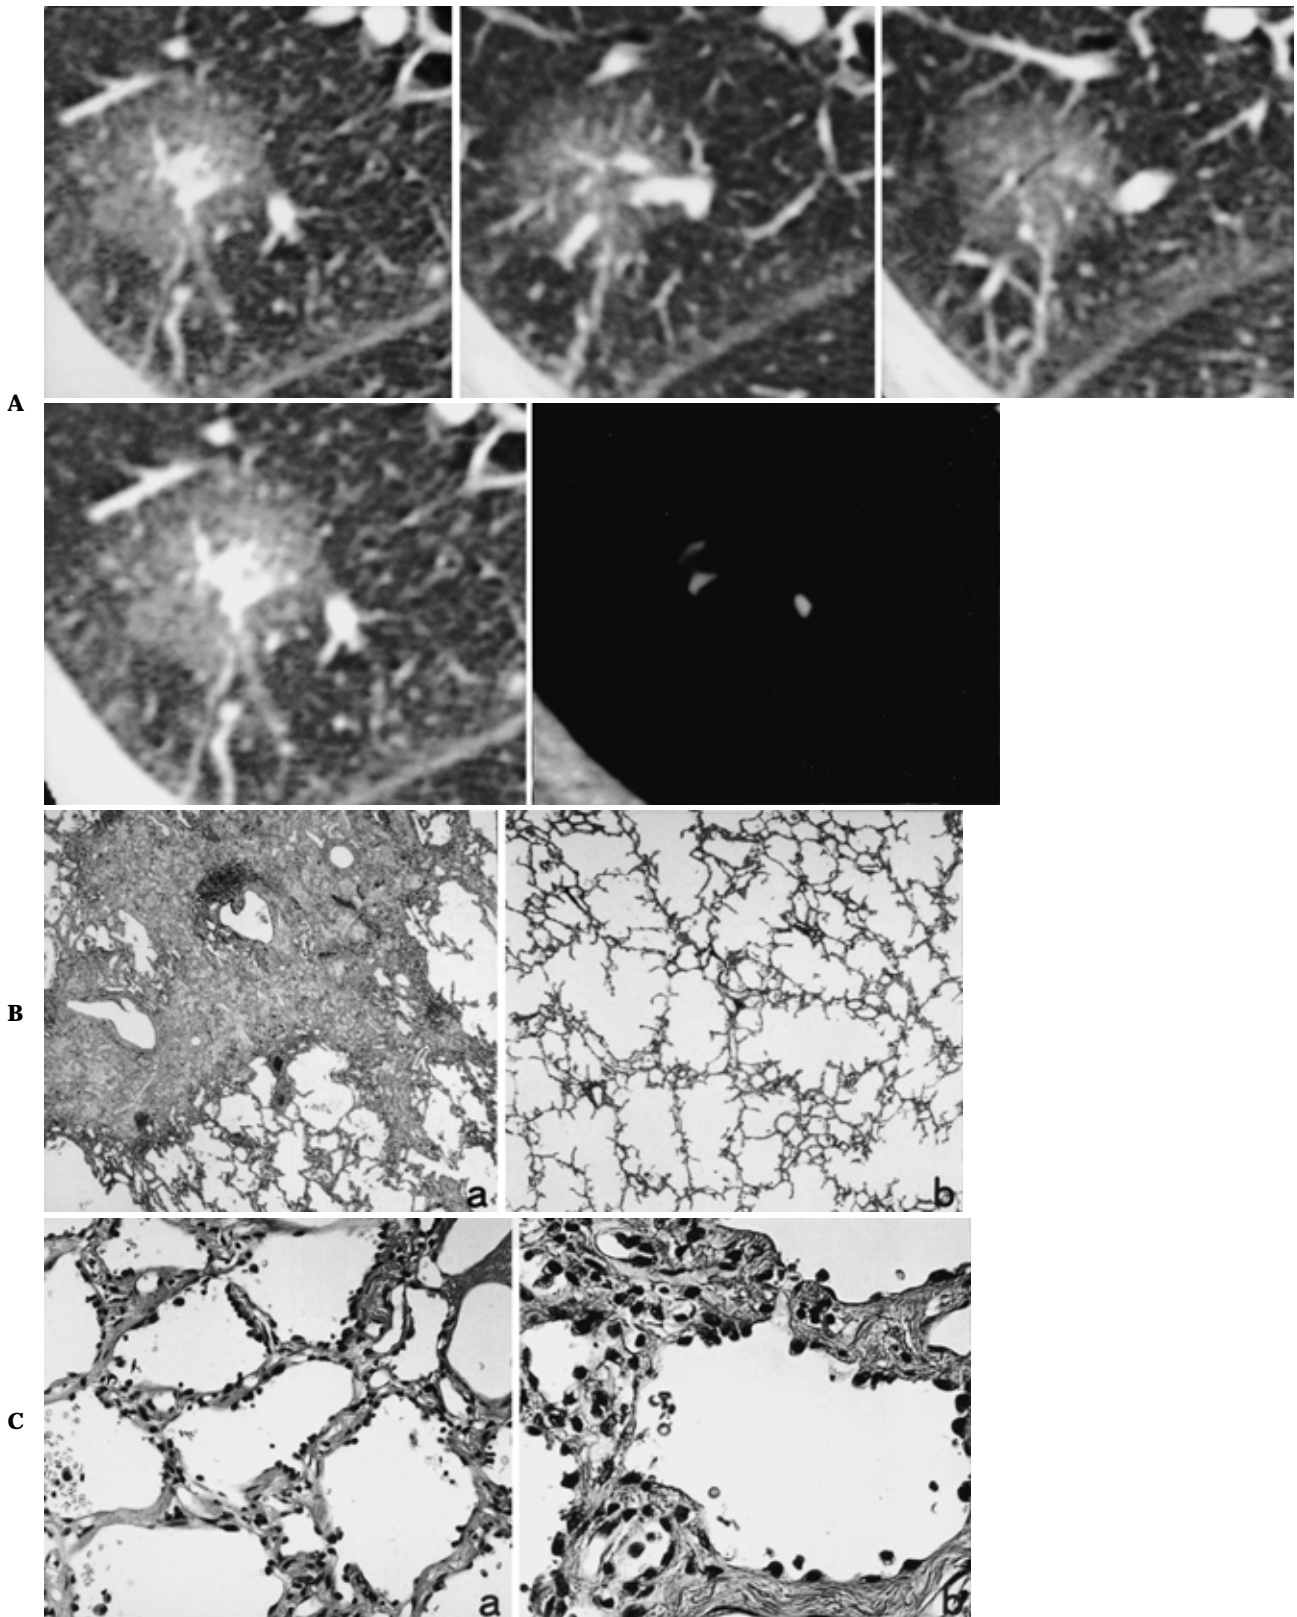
A. Incomplete air-containing type (rt-B¹b; tumor size 30 × 30 mm). Thin-section CT shows a tumor with a defined margin. Air-bronchogram, pleural indentation, and involvement vessels are present. B. Pathological findings. a. Central collapse is present. b. The lesion has well-defined boundaries, and the alveolar septa are slightly thickened. C. Atypical cuboid to low columnar cells have proliferated along the slightly thickened alveolar septa. Atypical cells in AAH have hyperchromatic nuclei and vague or occasionally prominent nucleoli (a: × 20, b: × 40).
